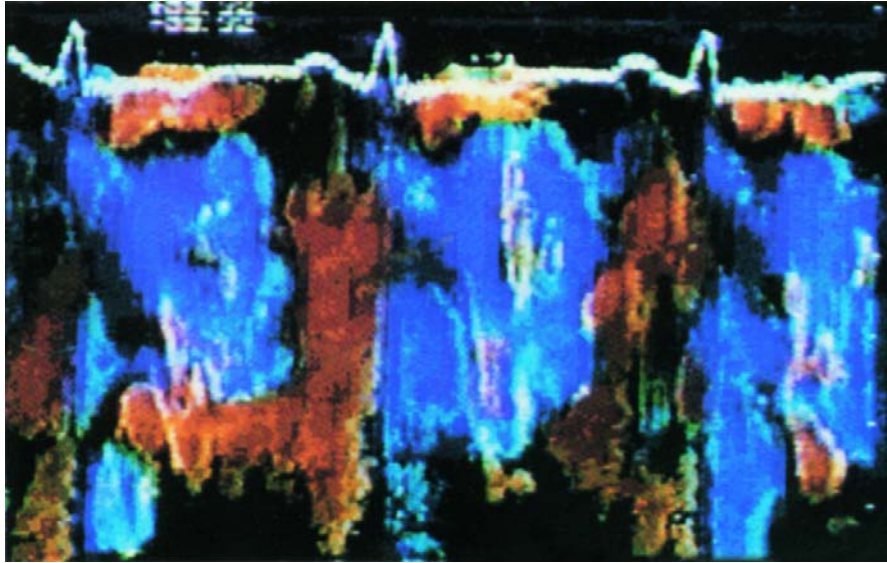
Modo M e Doppler a cores obtidas através do forame oval patente. O fluxo é esquerdo-direito durante a maior parte da sístole e diástole, tornando-se direito-esquerdo apenas na tele diástole durante a contração atrial.
